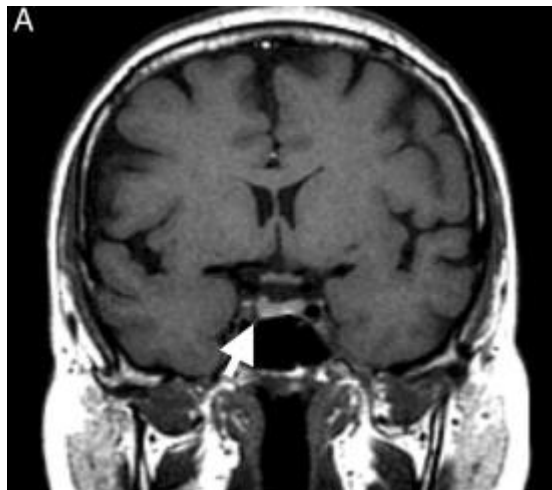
Microadenoma na hipófise (seta) com elevação do bordo hipofisário, visualizado por ressonância magnética nuclear com galdolínio (adaptado de Luiz et al., 2015)
